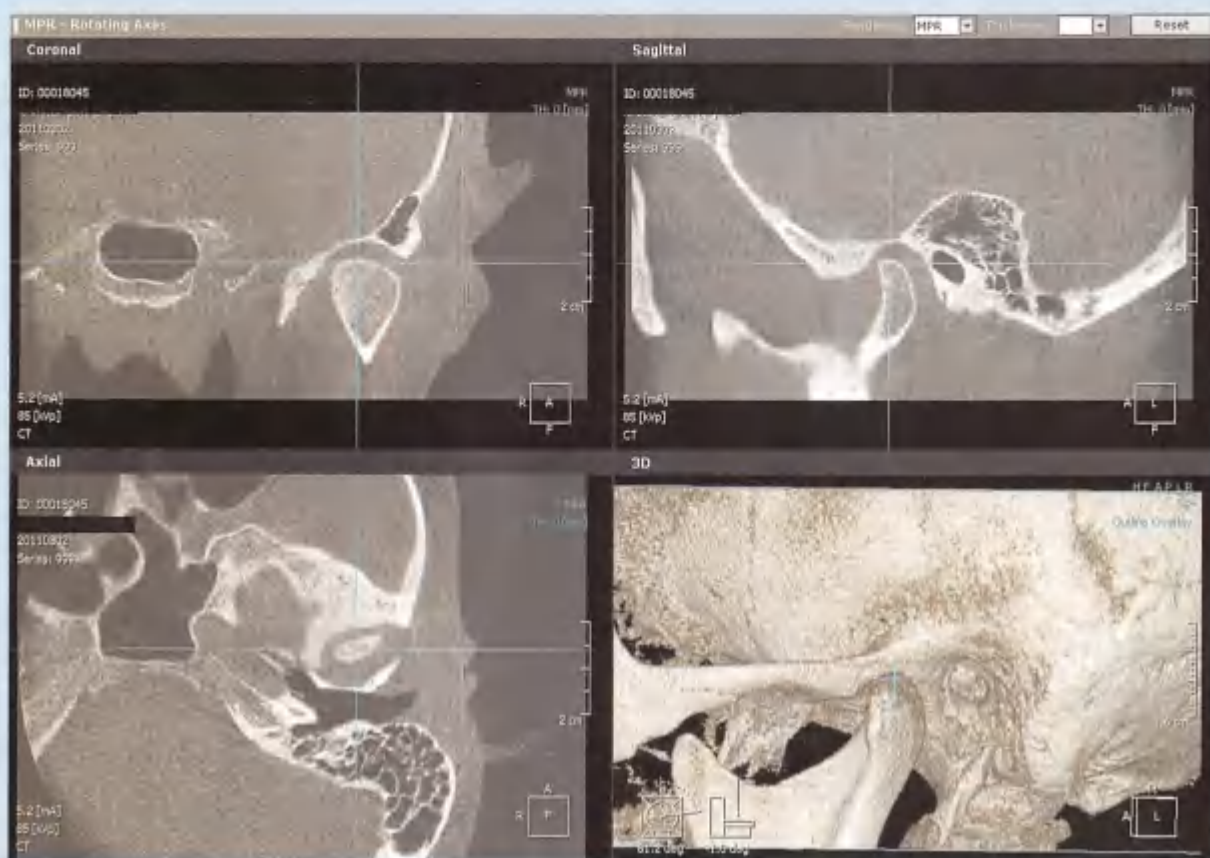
CBCT显示各个方向正常的髁突位置（CBCT引自PicassoTrio, Orange Dental）
